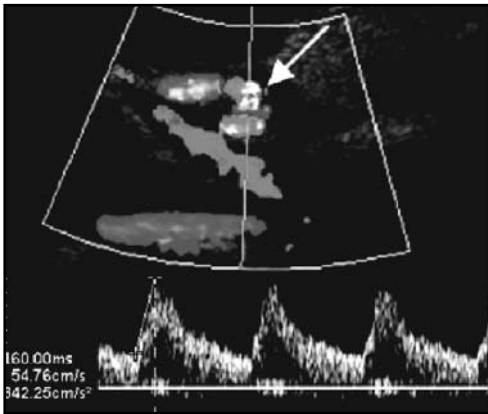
Estenosis de arteria hepática post-transplante. El diagnóstico se hace habitualmente con el estudio *doppler* en donde se observa flujo turbulento (*aliasing*) y aumento de la velocidad. Se comprueba con estudio angiográfico.
